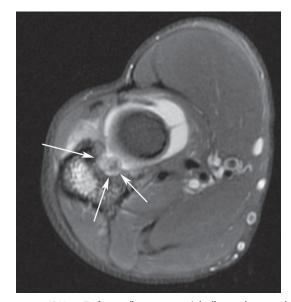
IRM, en T2 fat sat, d'une coupe axiale d'un ostéome ostéoïde. Source : T. Le Corroller.
